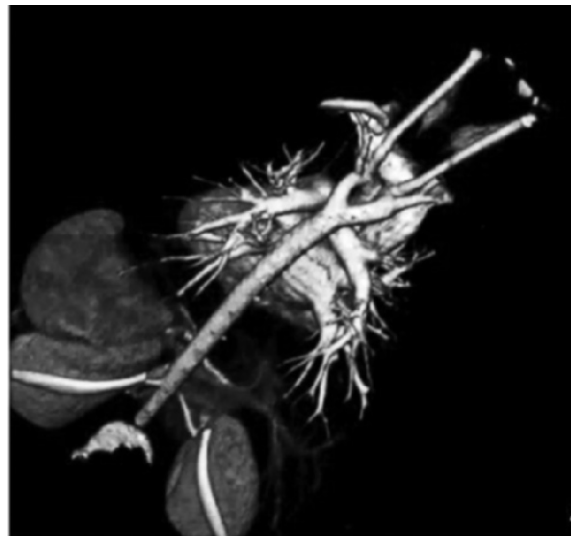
Спиральная мультисрезовая компьютерная томография ДДА у ребенка в 7 мес
